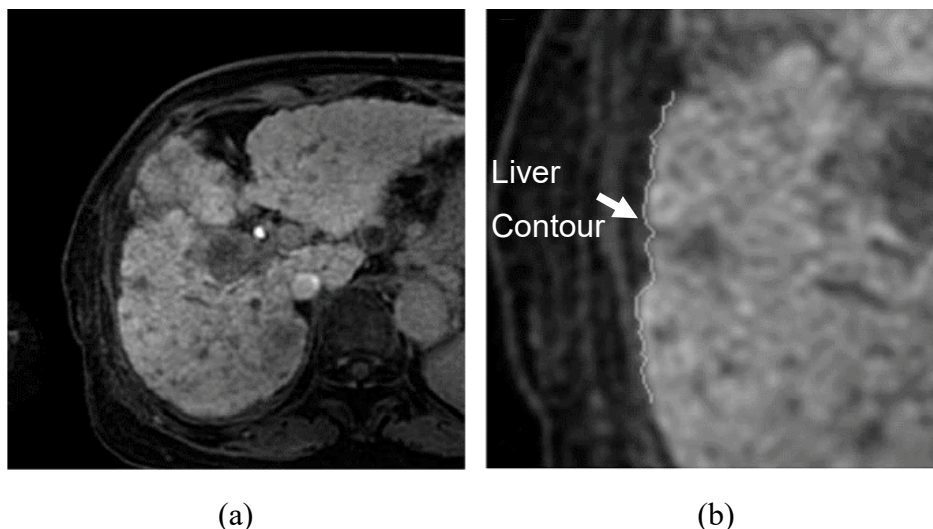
A 73-year-old woman with fibrosis stage F4 due to hepatitis C virus. Axial T1-weighted image [8].
